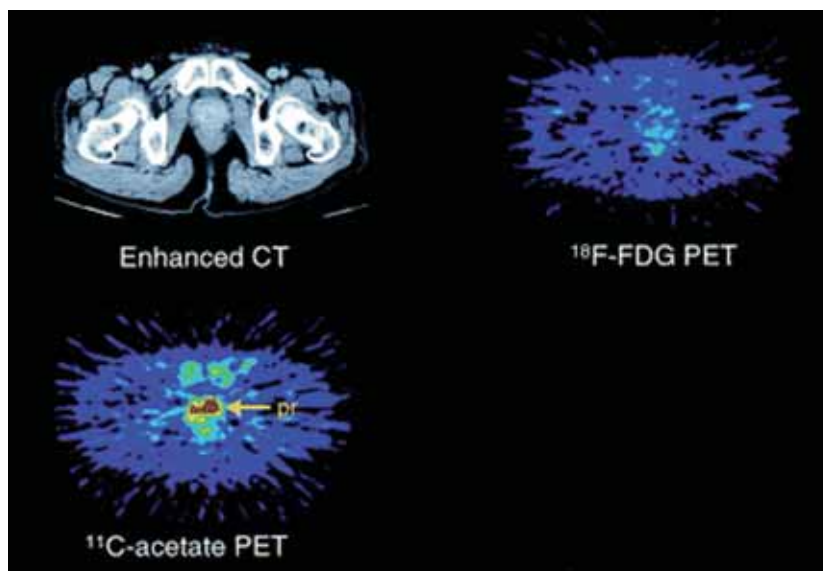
$^{11}\text{C}$ -酢酸と $^{18}\text{F}$ -FDGによる前立腺癌のイメージング<sup>12)</sup>
